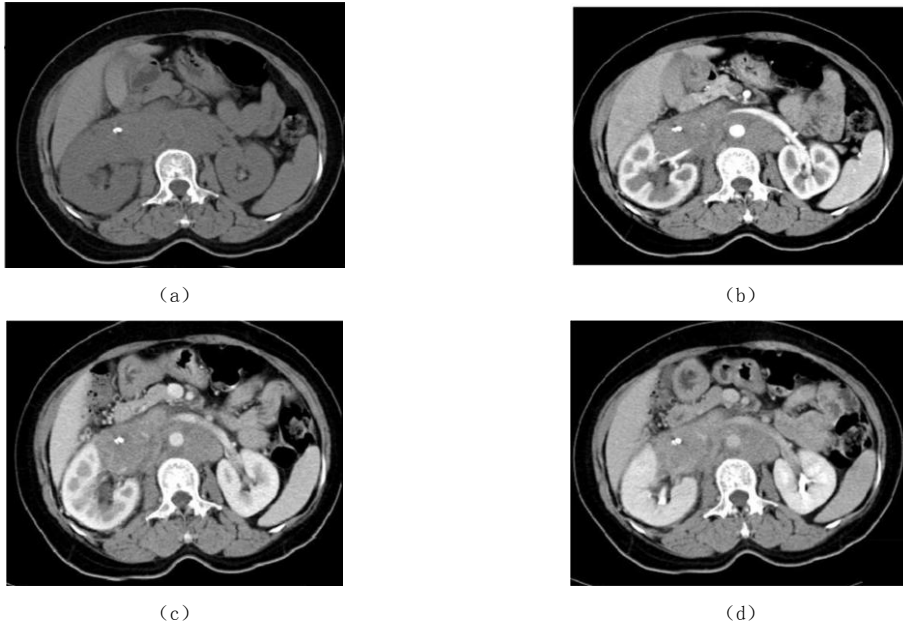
(a) 腹膜后 PNET CT 平扫、(b) 动脉期、(c) 门脉期、(d) 延迟期
